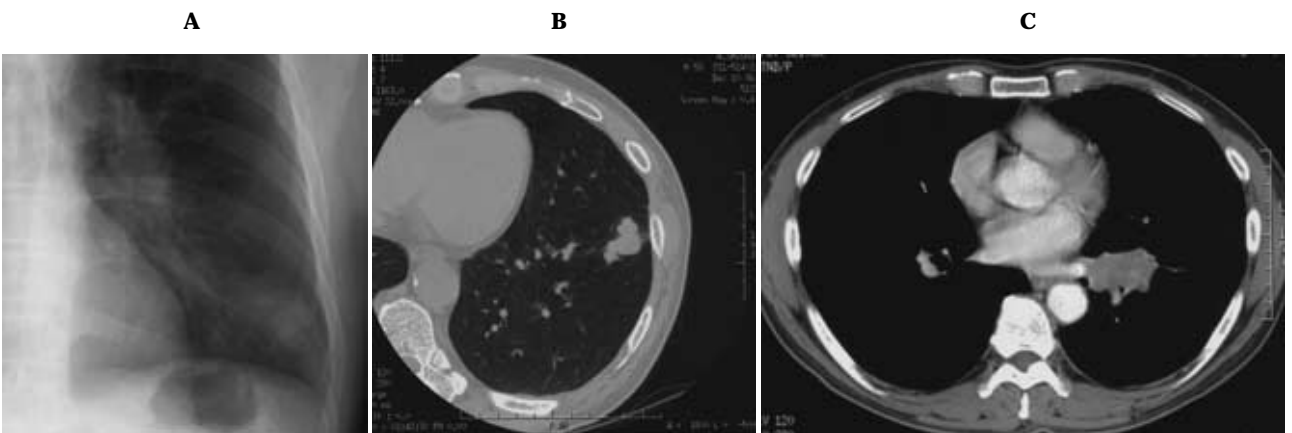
Small cell carcinoma, peripheral type: CR (A) shows a mass in the left lower lobe. CT (B, C) reveals a lobulated mass in the left lower lobe connected to the left hilum and left hilar lymphadenopathy.
